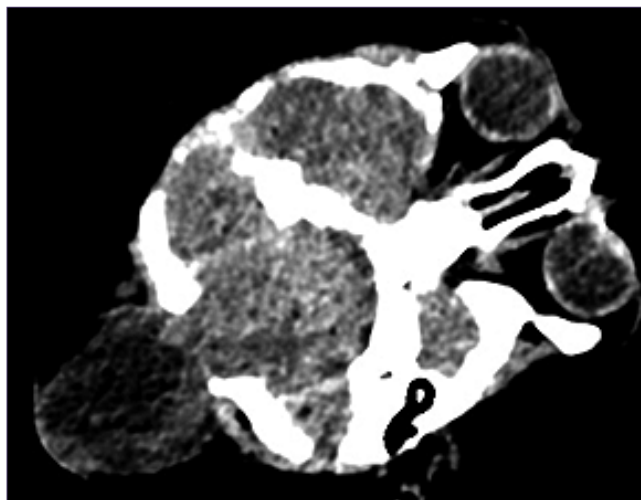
TAC de preoperatorio de encefalocele occipital.
